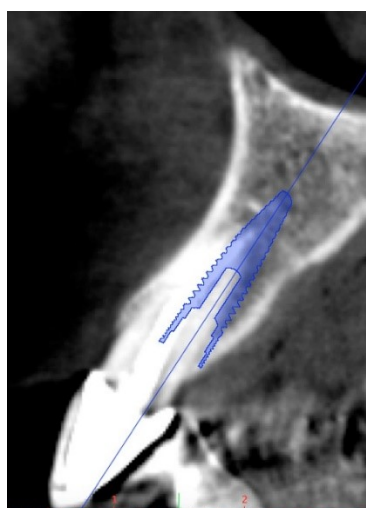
pianificazione intervento tramite CBCT
